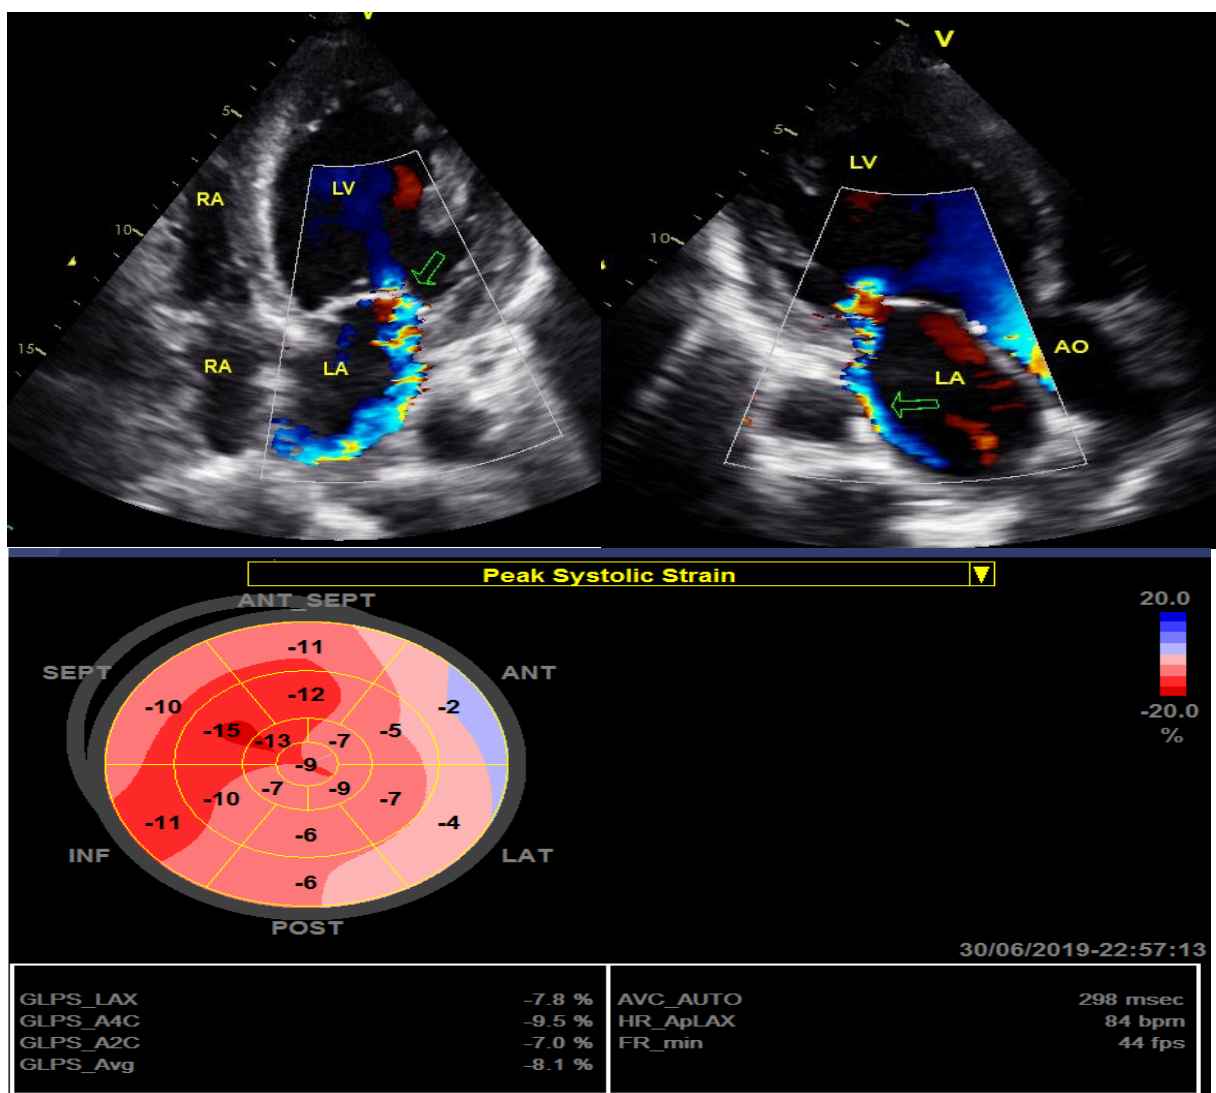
Regurgitação mitral (setas). Imagem color-Doppler adquirida de corte apical 4 câmaras (esquerda) e 3 câmaras (direita), mostrando jatos excêntricos, direcionado para veias pulmonares esquerdas e alcançando o assoalho do átrio esquerdo (LA). VE gravemente hipocinético e dilatado (FEVE Simpson: 26%; GLPS – 8,1%). Fonte: arquivo do próprio autor.
